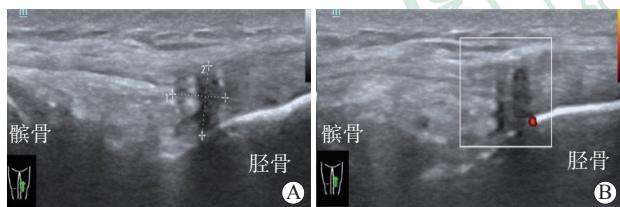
1例左侧髌胫束止点处陈旧性肌腱病患者膝关节的超声表现
